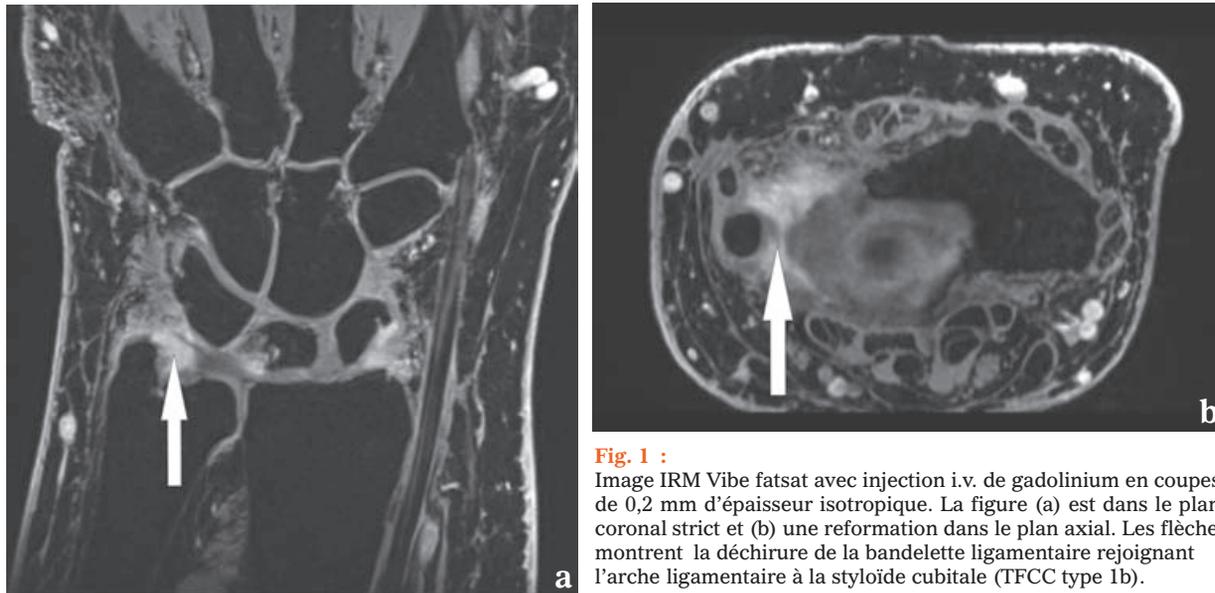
Image IRM Vibe fatsat avec injection i.v. de gadolinium en coupes de 0,2 mm d'épaisseur isotropique. La figure (a) est dans le plan coronal strict et (b) une reformation dans le plan axial. Les flèches montrent la déchirure de la bandelette ligamentaire rejoignant l'arche ligamentaire à la styloïde cubitale (TFCC type 1b).
